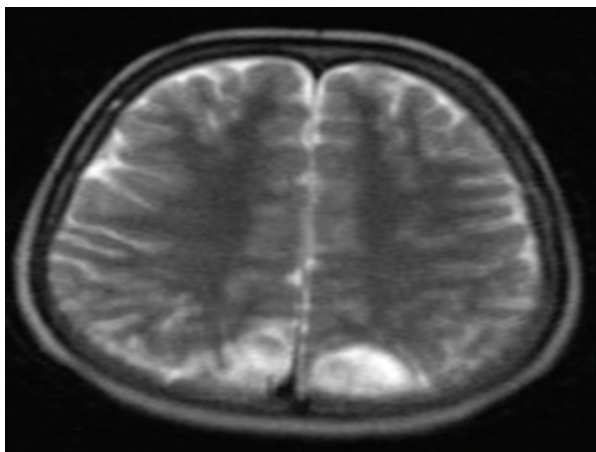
МРТ при поступлении
